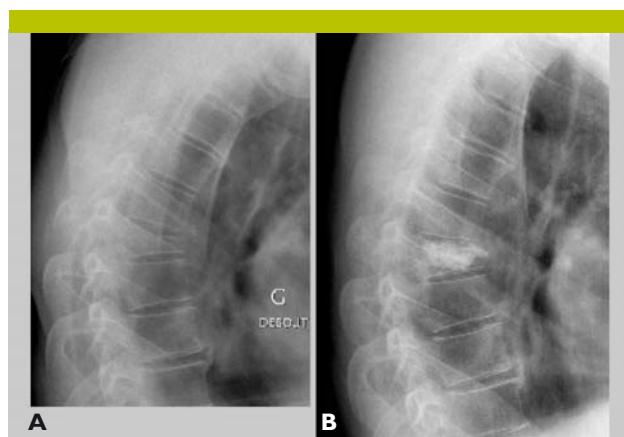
Radiographie standard de profil debout d'une fracture en compression de Th7 sans troubles neurologiques chez un patient de 47 ans ayant fait une chute d'une échelle (A)
